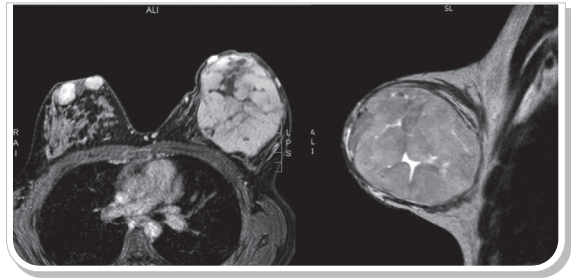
Imagen de resonancia magnética: a nivel de mama izquierda, voluminosa masa sólida redondeada, de bordes definidos, con escasa glándula mamaria adyacente. En mama derecha, dos imágenes de similar comportamiento, de menor tamaño, a ambos lados del pezón derecho.
